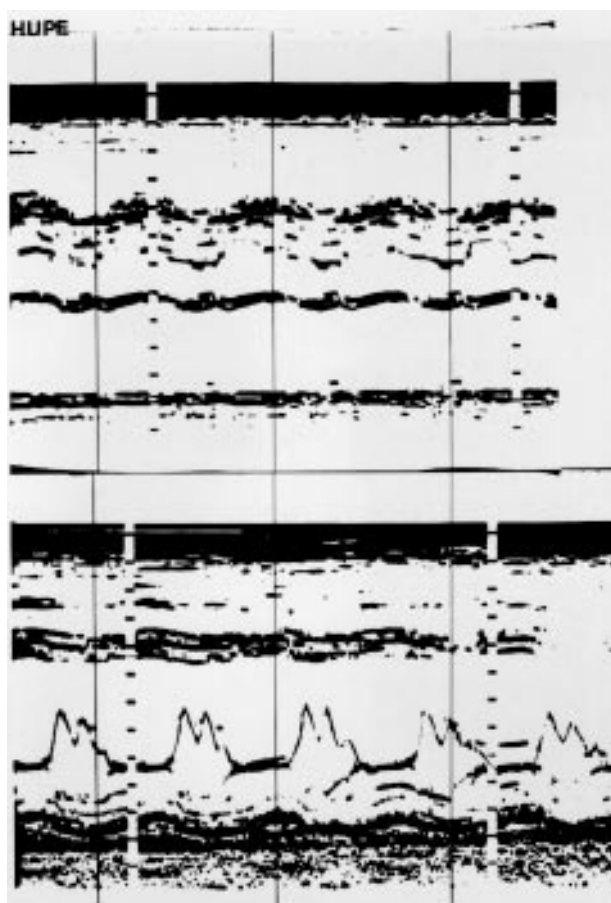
Ecocardiograma unidimensional revelando aumento de cavidades esquerdas com valva mitral posterior, sendo observado o ponto "b" no seu folheto anterior.
